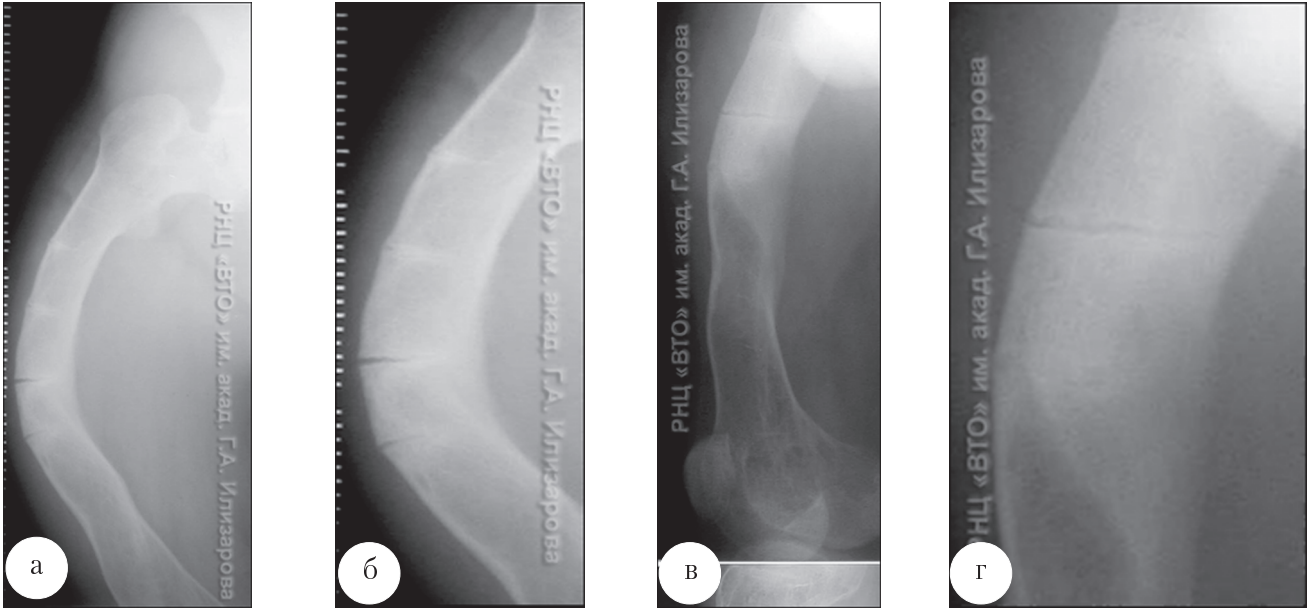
Рентгенограммы правой бедренной кости больного В., 19 лет: а, б – в прямой задней; в, г – боковой проекциях. Фосфат-диабет. Множественные лоозеровские зоны в виде треугольных насечек на бедренной кости.
